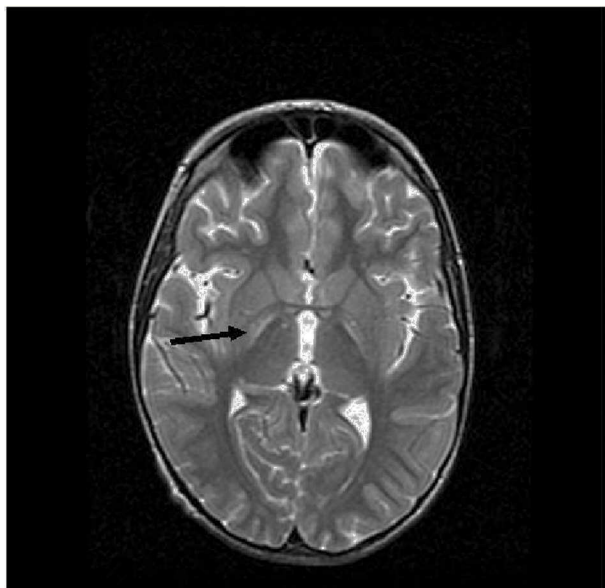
Resonancia magnética axial T2 ponderada que muestra en ambos lados un aumento de la señal y una pérdida de volumen en la parte interna del globo pálido. La imagen axial T2 de la paciente 2 muestra un patrón clásico con aumento de la señal T2 en el globo pálido (flecha negra).
